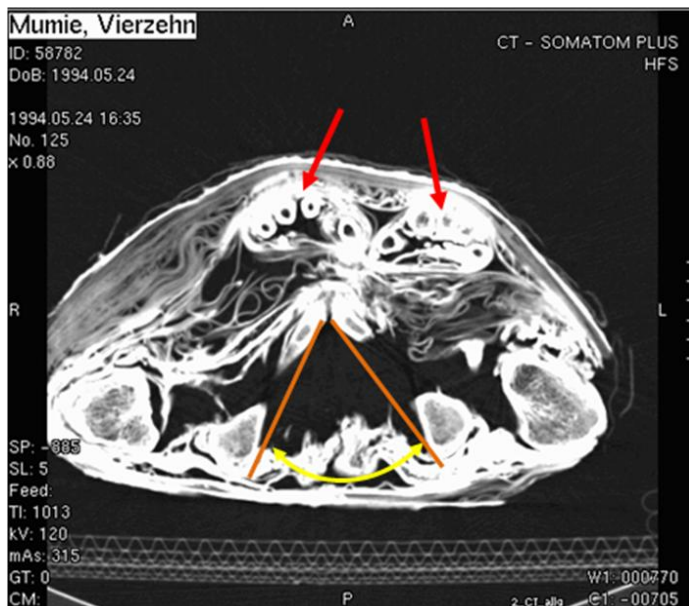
CT des Abdomens
